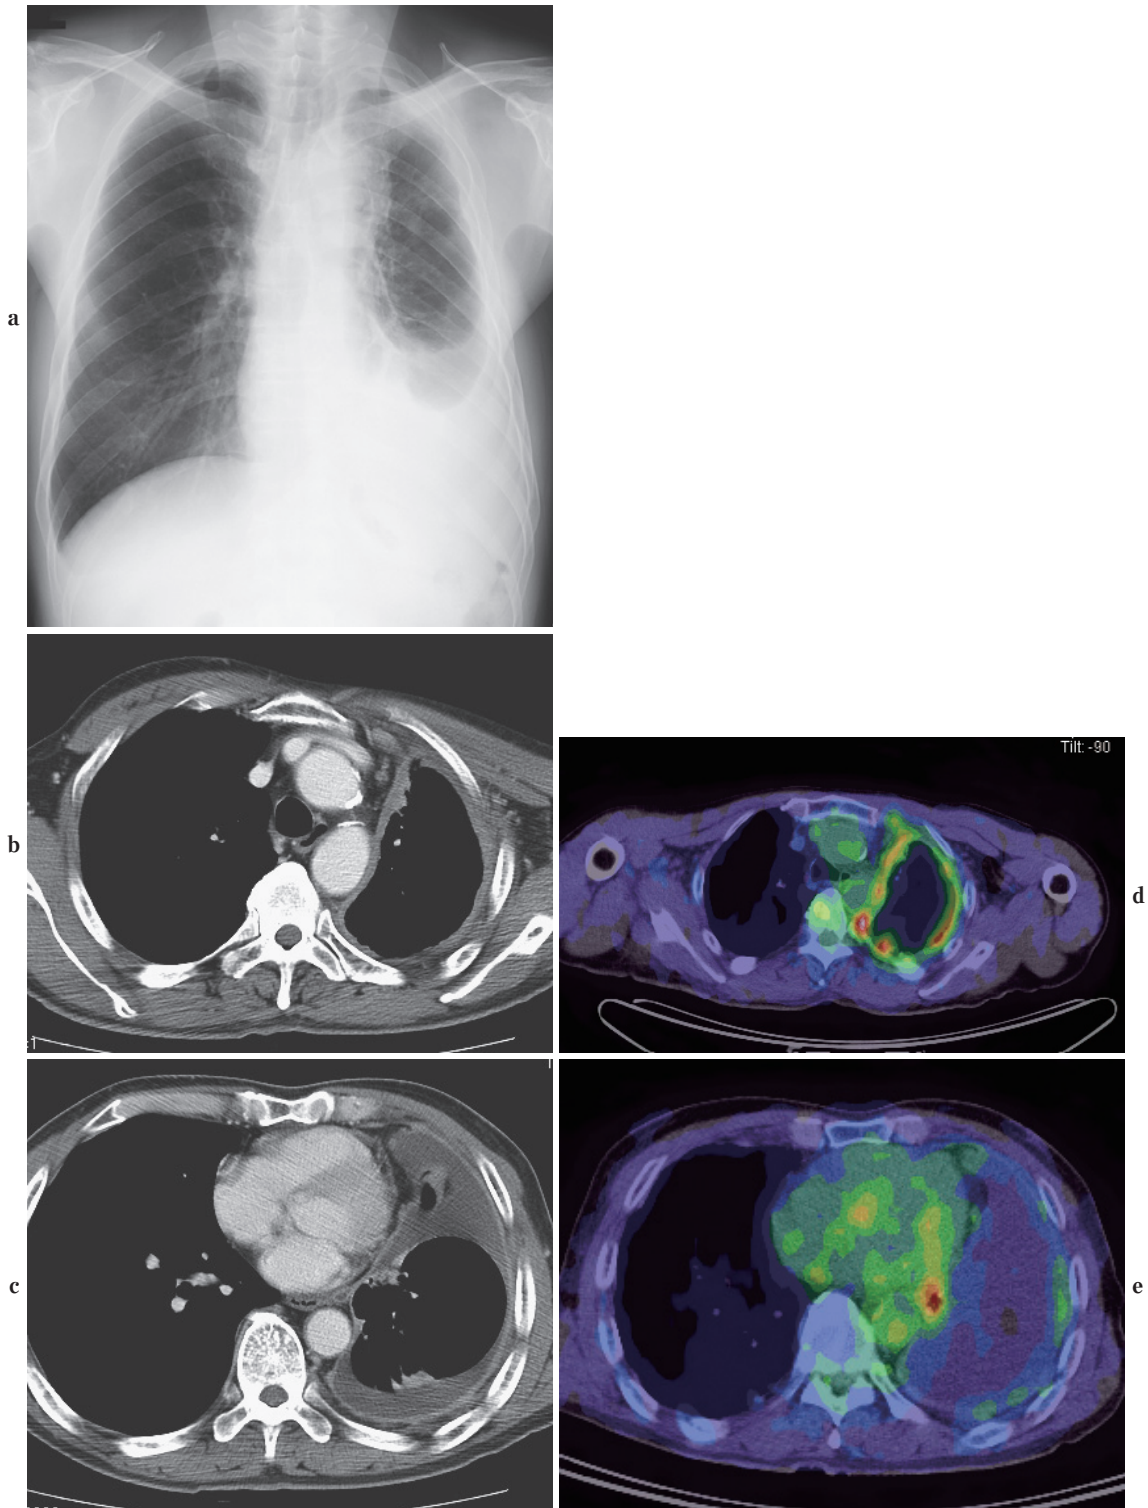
Typical imaging findings of diffuse pleural mesothelioma. a. A chest X-ray film shows a moderate amount of left pleural effusion and pleural thickening in the cranial aspect. Shrinkage of the left hemithorax can also be seen, due to the desmoplastic reaction of pleural mesothelioma. b. CECT in the cranial aspect shows thick irregular pleural thickening extending to the mediastinal side. c. CECT in the caudal aspect shows thin and regular, but circumferential-pleural thickening involving the left hemithorax. d. FDG-PET/CT in the cranial aspect shows prominent FDG uptake in the thickened pleura. e. FDG-PET/CT in the caudal aspect shows low-grade uptake in the thickened pleura.
